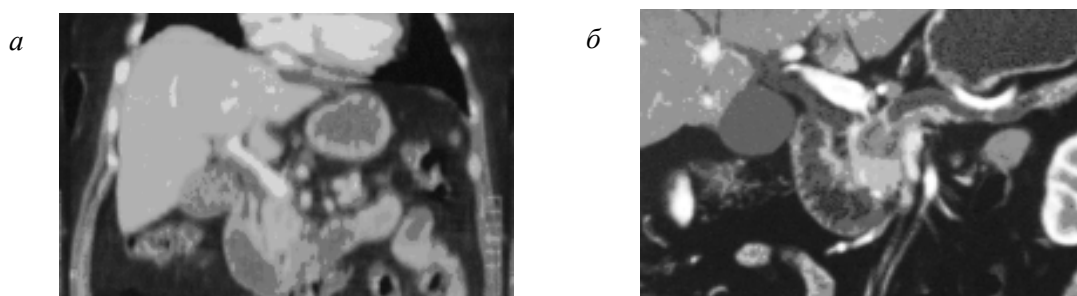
Диагностическая ценность предоперационной КТ гепатопанкреодуоденальной зоны: а – 4-срезовая СКТ; б – 64-срезовая мультidetекторная
